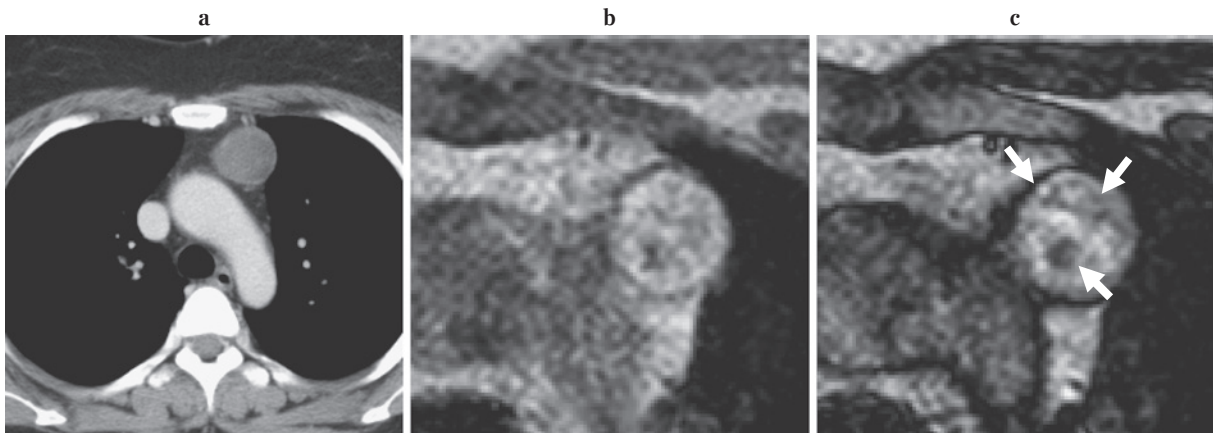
a. Contrast enhanced CT. b. T1-weighted in-phase fast field echo (FFE) axial image. c. T1-weighted opposed-phase FFE axial image. A 39-year-old female having mature teratoma of the anterior mediastinum, which was pointed out with elevation of CA19-9 as a trigger. On a, it was difficult to point out the fat deposition in the mass; however, we could easily pointed out the signal drop parts in the mass on c as comparison with b (arrows). This technique is the most sensitive non-invasive method to detect fat deposition in the tissues.
